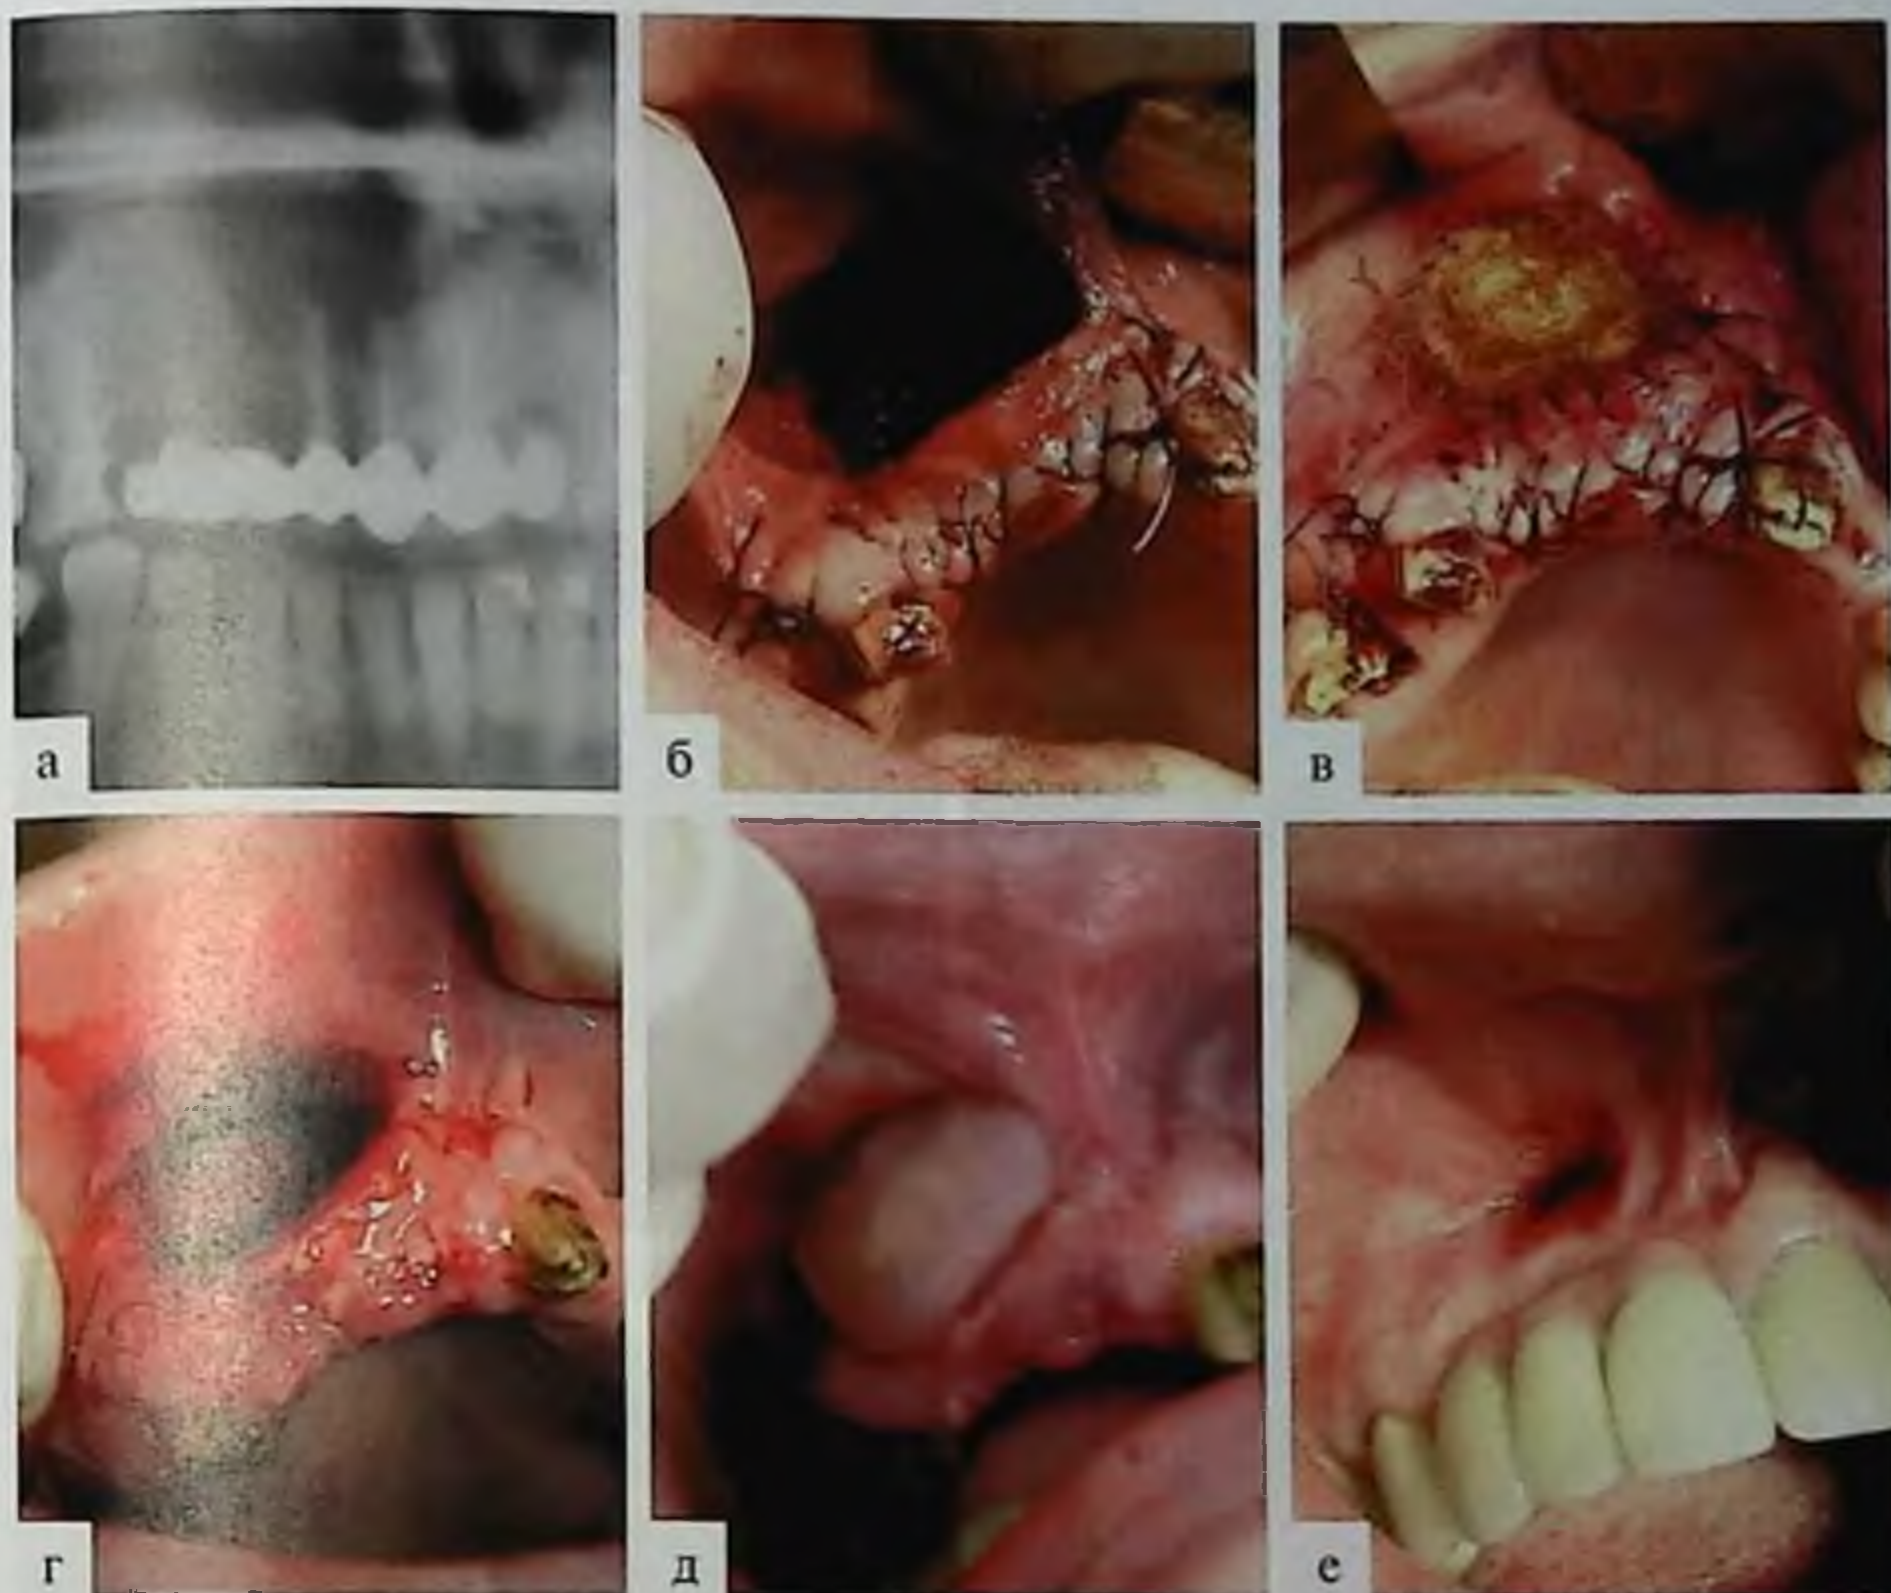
Этапы операции вестибулярной цистотомии по поводу радикулярной кисты верхней челюсти во фронтальном отделе: а — ортопантомограмма, определяется очаг разрежения костной ткани; б — отслоен слизисто-надкостничный лоскут, удалена наружная стенка альвеолярного отростка, кисты и зубы. В фиксированном лоскуте сформирована цистостома; в — тугой валик из йодоформной турунды введен в полость кисты; г — полость кисты после удаления валика на 8-е сутки; д — obturator из пластмассы введен в полость кисты; е — состояние тканей через 1 год и 9 мес после цистотомии
